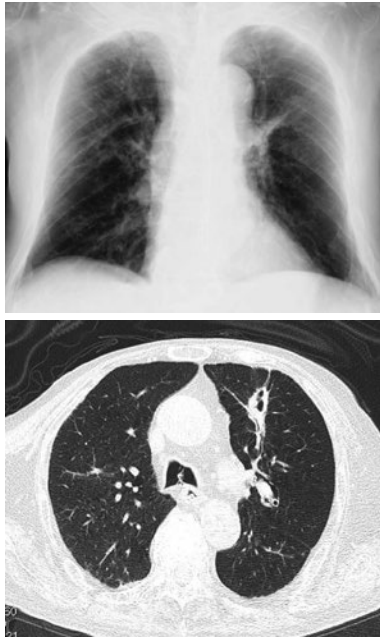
L-AMB治療後（第90病日，L-AMB開始50日目）の胸部X線写真と胸部単純CT。両側肺の陰影は明らかに縮小し改善を認める。
